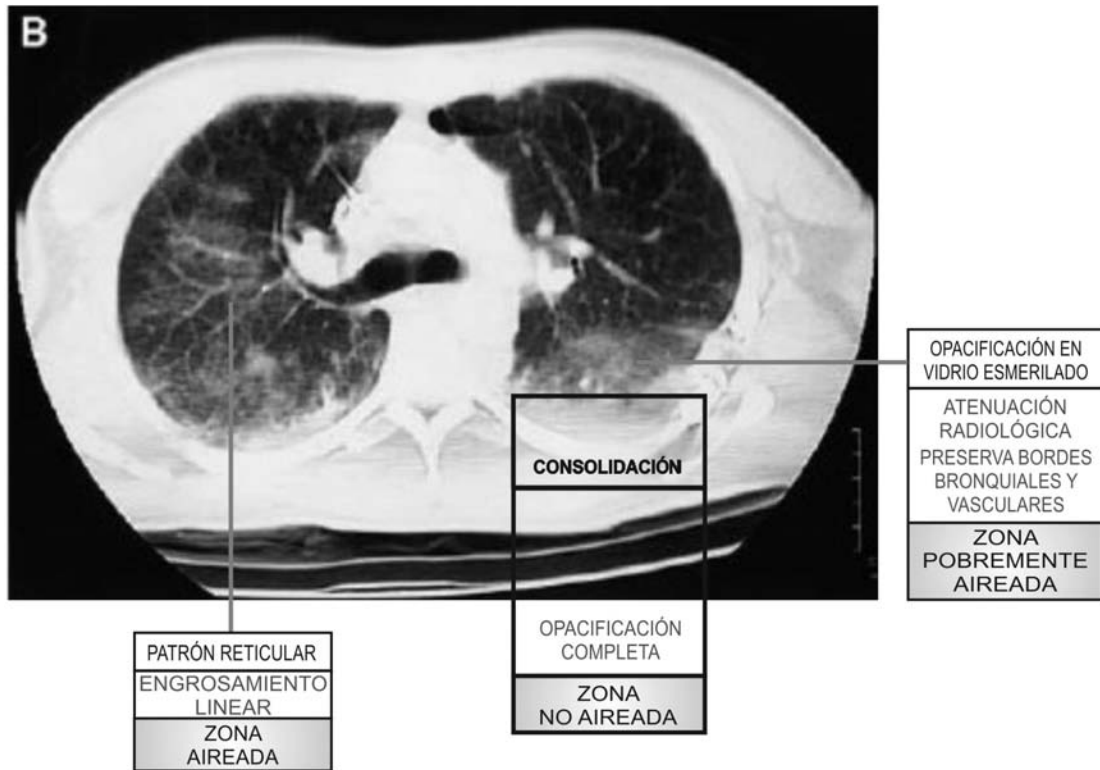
Representación de las zonas aireada, no aireada y pobremente aireada en la TAC de un paciente con SDRA
